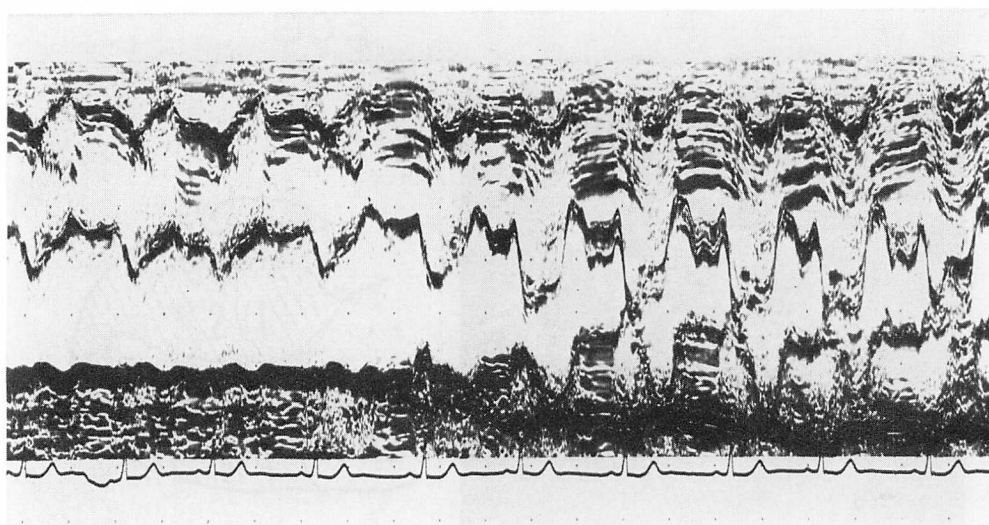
Echocardiogram showing asymmetric septal hypertrophy and the prolapsed mitral valve (Case 28).
